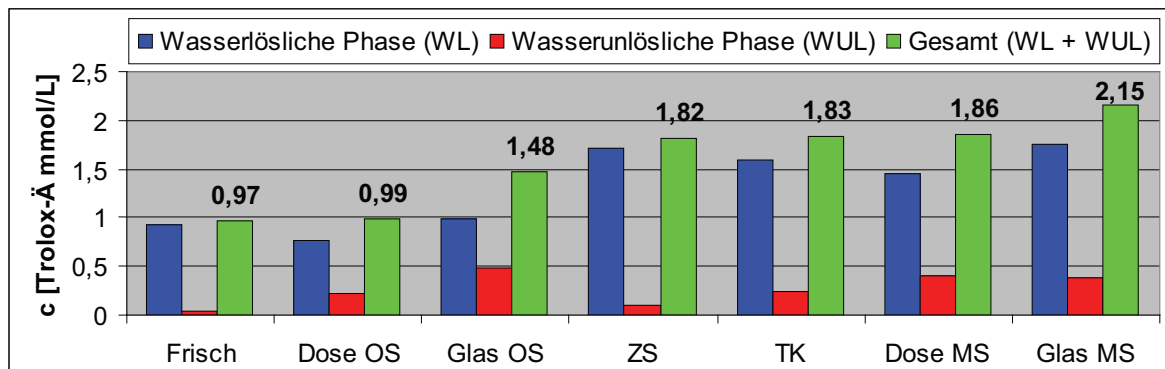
Gesamt TAC–Werte (wasserlösliche und wasserunlösliche Phase) der untersuchten Erbsenprodukte im Vergleich. OS = Ohne Saft, MS = Mit Saft
